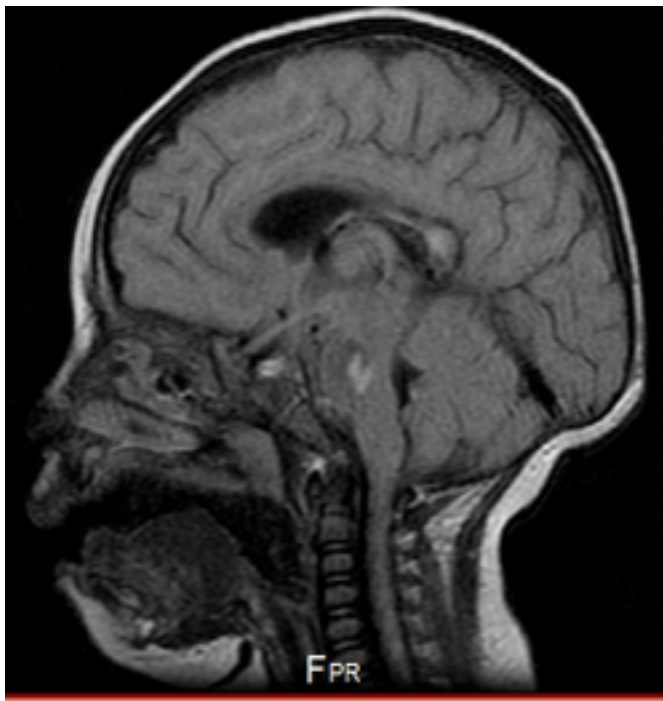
RMN de encéfalo (secuencia FLAIR): lesiones hiperintensas a nivel de bulbo.
